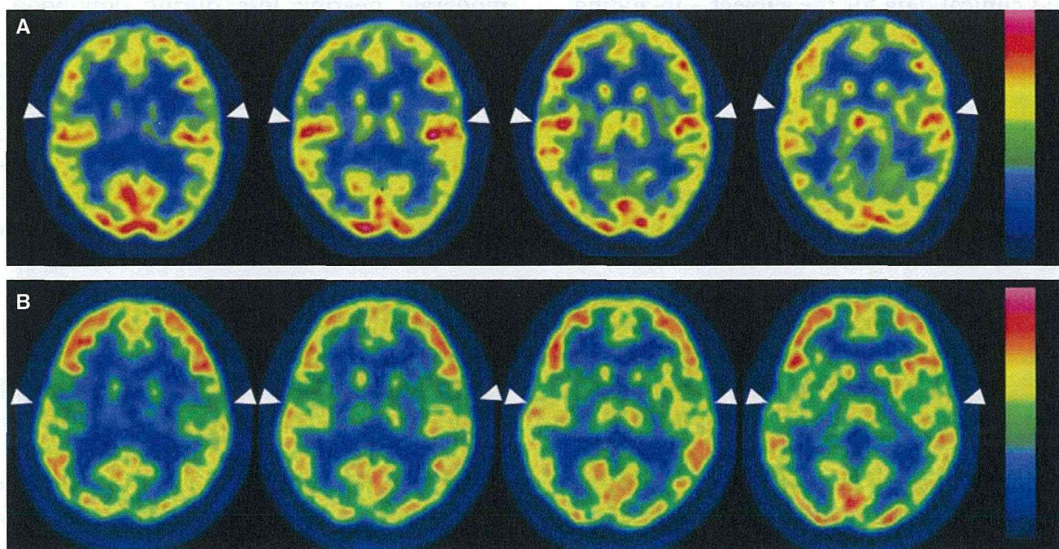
Transaxial PET images of each participant’s brain: activation (arrowheads) of the superior temporal gyrus with visual language stimuli in each case. (A) Case 1 (*GJB2* mutation). The superior temporal gyri were strongly activated bilaterally. (B) Case 2 (*SLC26A4* mutation). The superior temporal gyri exhibited less activation than in case 1.
